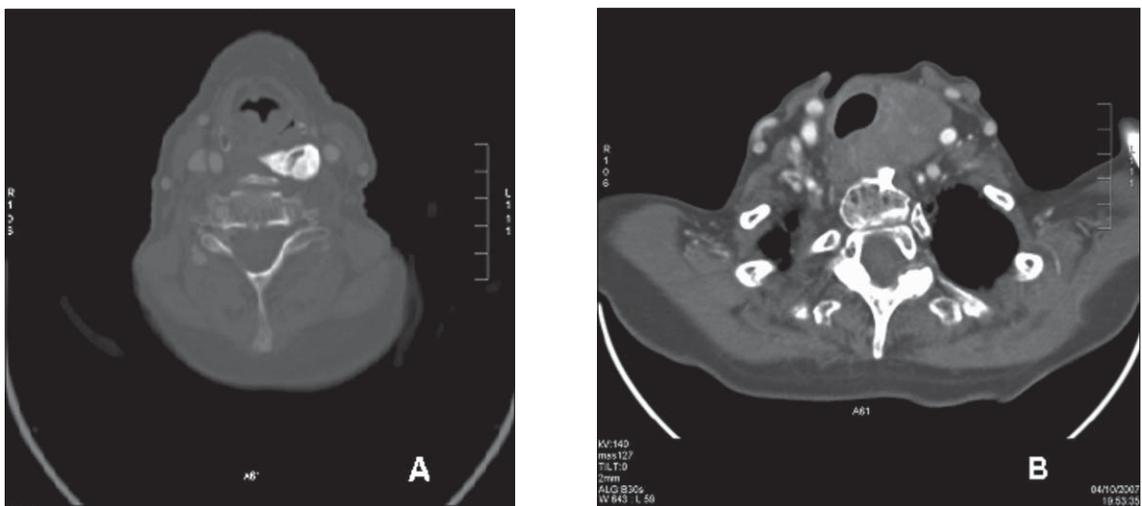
A: Corte transversal del TAC de cuello que revela la presencia de calcificación en la porción superior del tumor. B: Con contraste se observa captación heterogénea del tumor y compromiso esofágico asociado a desplazamiento de las estructuras del cuello.
